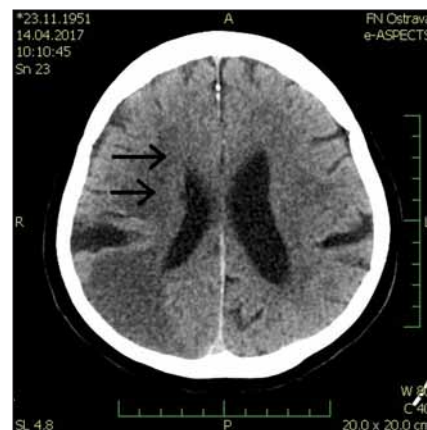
Čerstvé ischemické změny v povodí a. cerebri media vpravo – řez v oblasti bazálních ganglií, ASPECT skóre 6.
